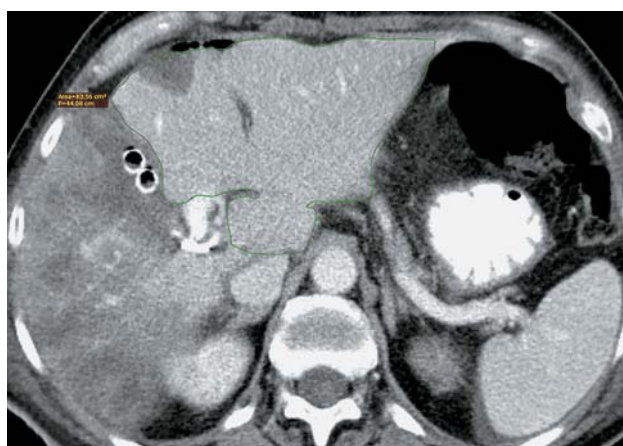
Компьютерная томограмма. Состояние после I этапа ALPPS. Внутривенное контрастное усиление, венозная фаза. По сравнению с первым исследованием отмечено увеличение поперечных размеров левой доли печени (в аксиальной проекции) с 8,7 × 6 см до 11 × 13,7 см. Контрастирования правой воротной вены нет, в правой доле печени — выраженные гемодинамические нарушения.
